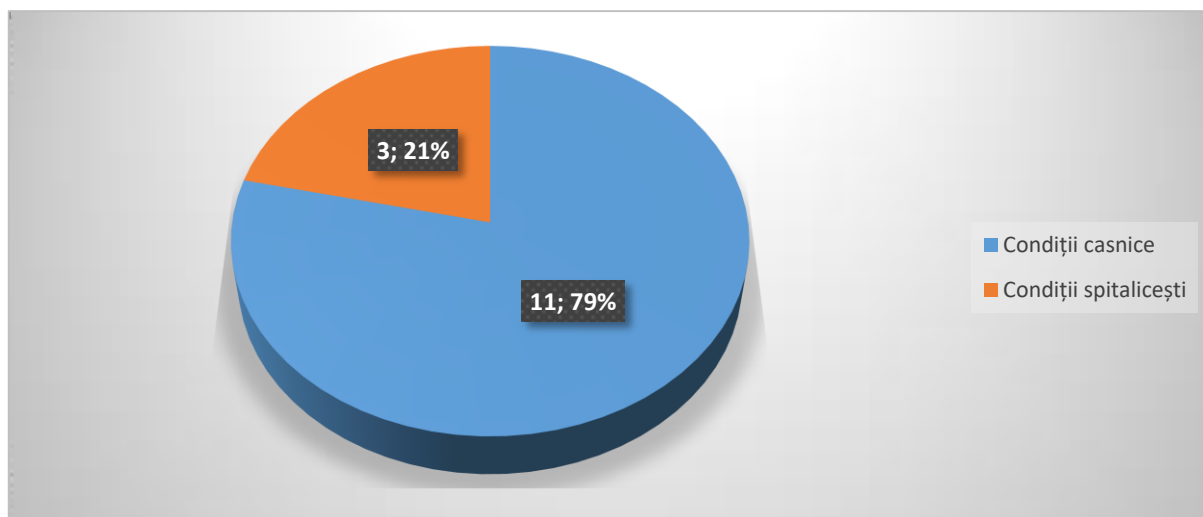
Condițiile de provocare a avortului ilegal în RM (2007-2017) [93]
